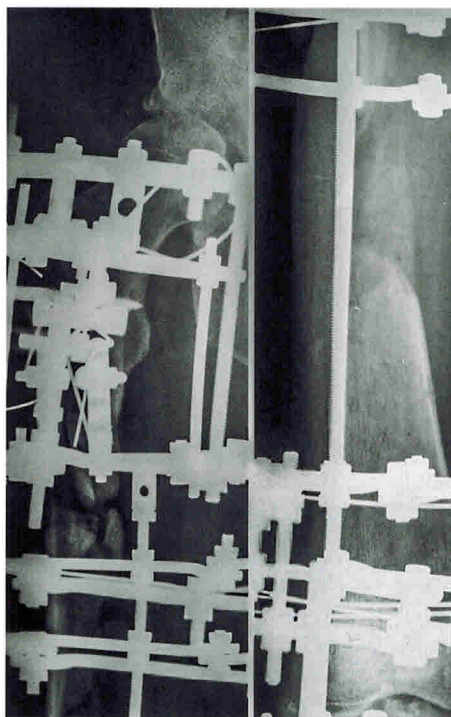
Внешний вид пациента и этапные рентгенограммы в ходе лечения последовательного погружного остеосинтеза с формированием костного регенерата методом Г. А. Илизарова
